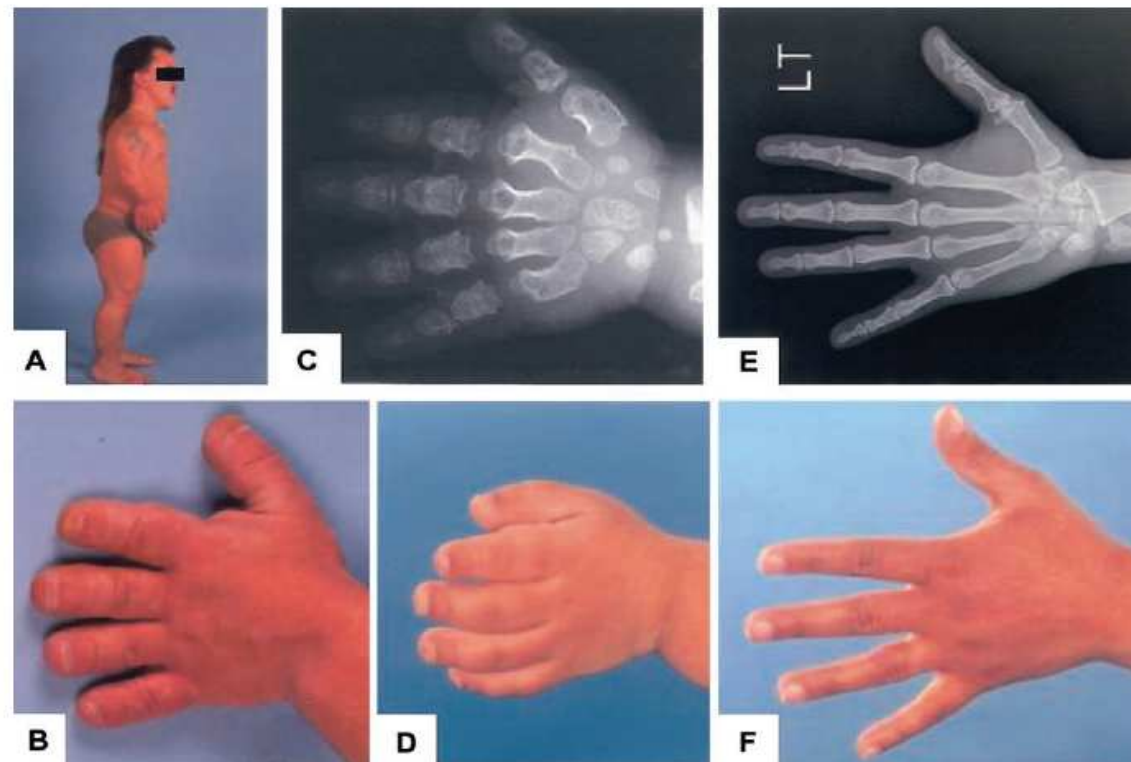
Clinical and radiographic features of AMDM. *A*, Side photograph of an adult male with AMDM, whose hand photograph is in panel *B*. Note the short stature, the shortening of the extremities, and the bowing of the forearm. *C*, Hand radiograph of a child with AMDM, whose hand photograph is in panel *D*. Note the shortening and widening of metacarpals and phalanges. *E*, Hand radiograph of an adult carrier of AMDM, whose height is 145 cm (4 ft, 9 in) and whose hand photograph is in panel *F*. Note the normal shape and proportion of the skeletal elements.
